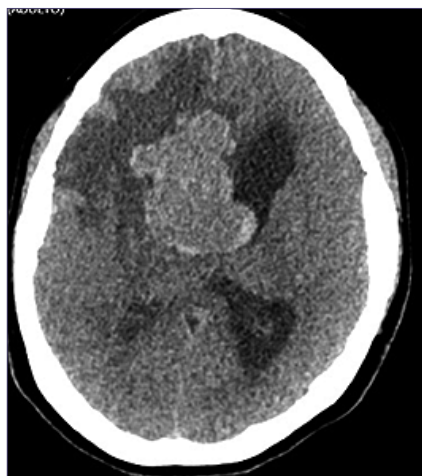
Tomografía computarizada de cráneo con extenso tumor que ocupa el cuerno frontal del ventrículo lateral derecho con extensión extraventricular.
